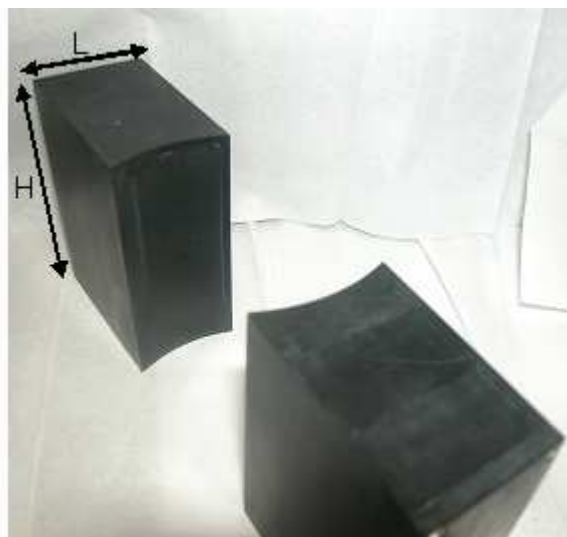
Capteurs ultrasonores utilisés pour le montage expérimental.
